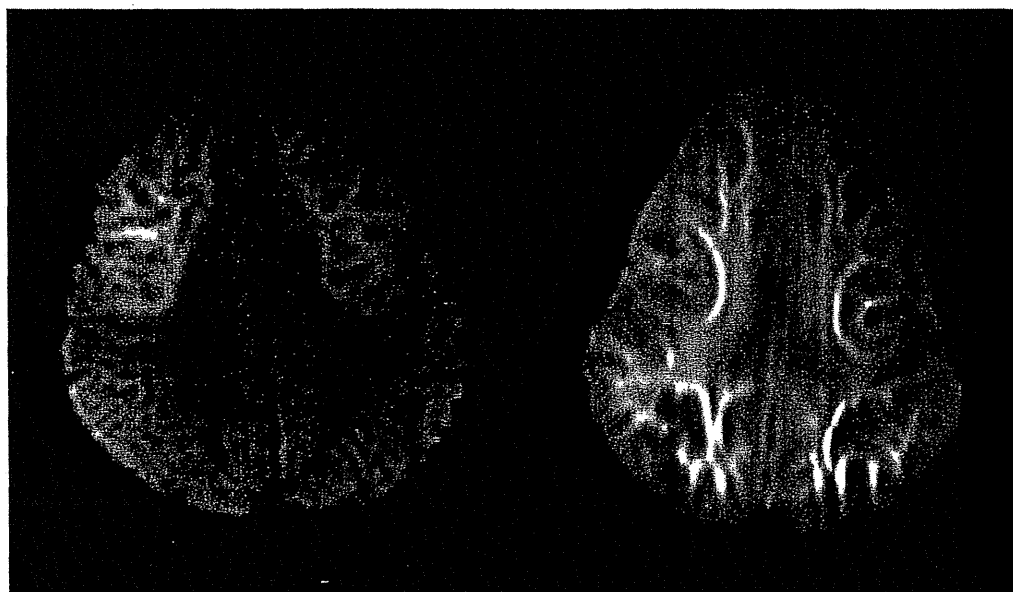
図 けいれん重積型（二相性）急性脳症の頭部MRI所見（亀田メディカルセンター 高梨潤一先生の症例）
